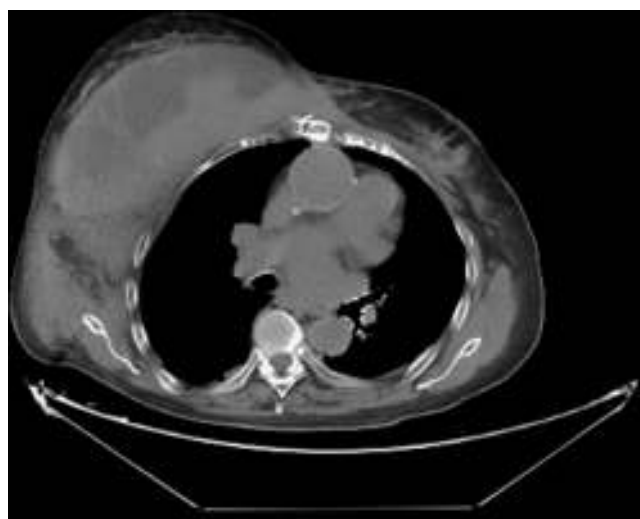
Tomografía computarizada torácica con contraste, en la que se aprecia gran hematoma retromamario derecho (15 × 7 × 15 cm).
